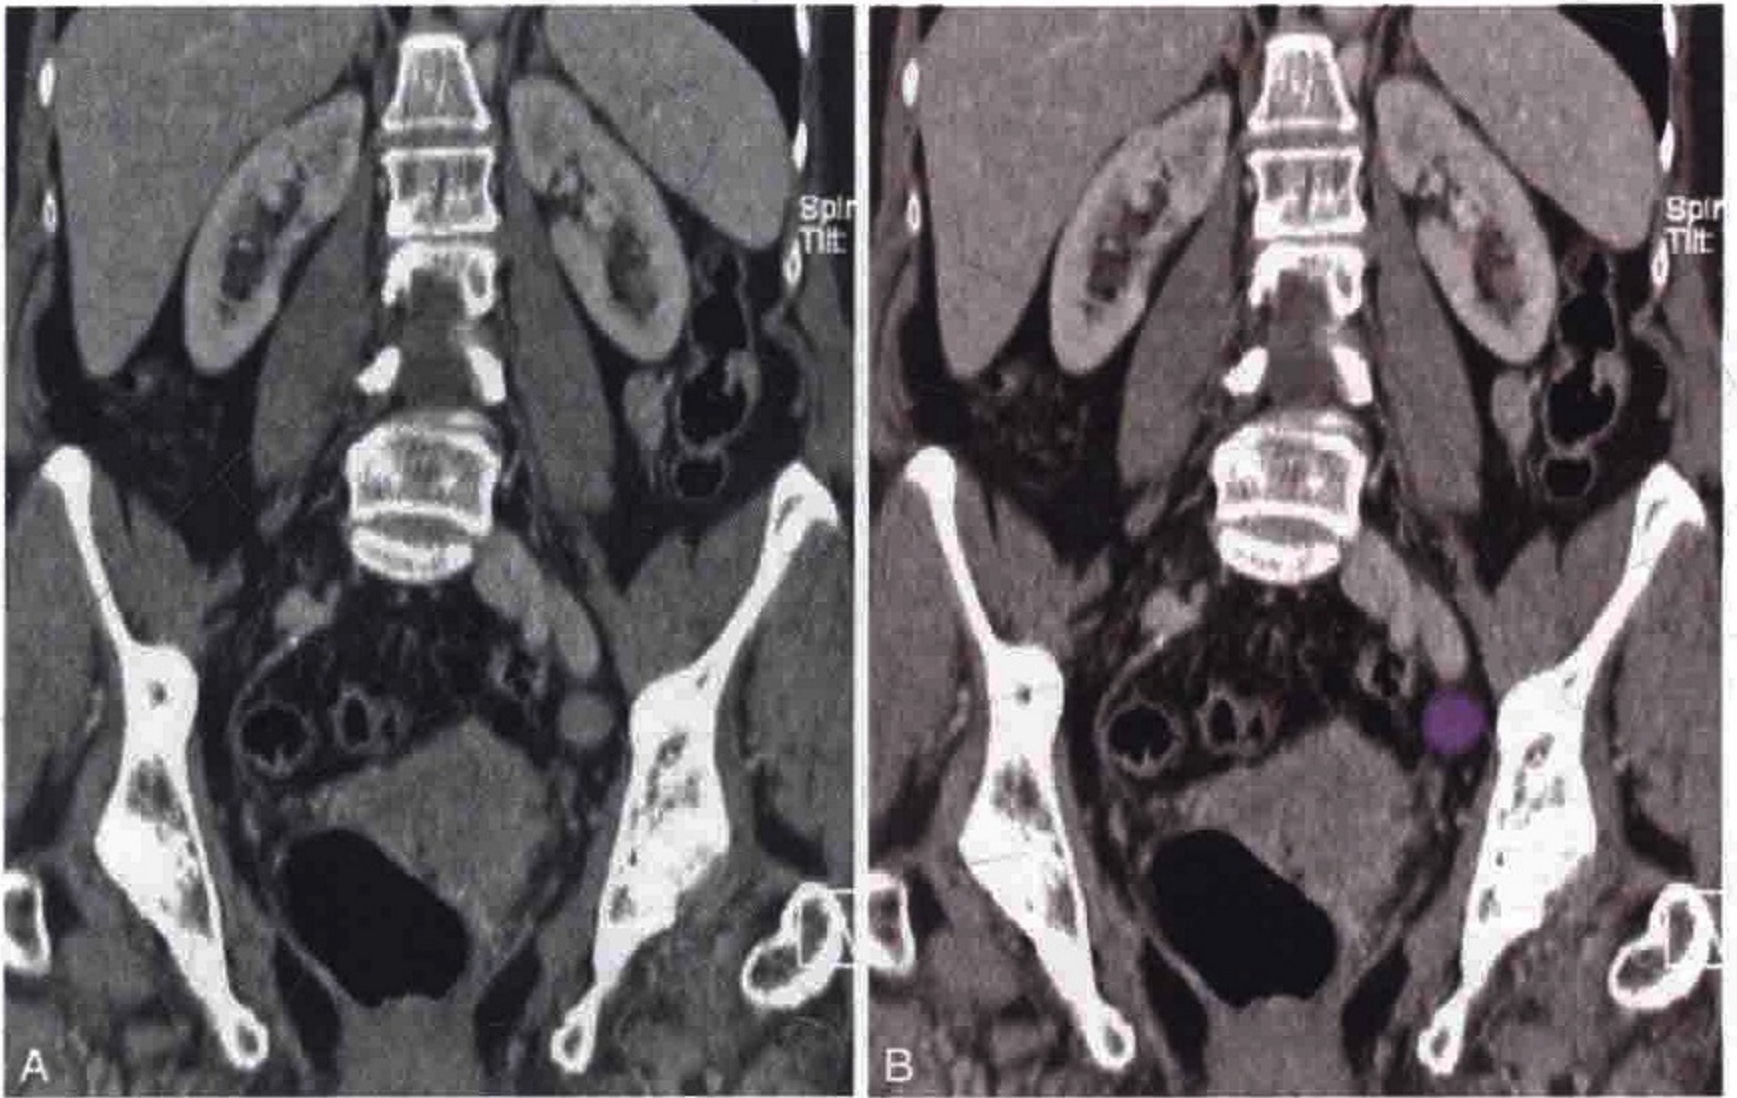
冠状位 CT 重组图像示宫颈癌患者的左髂外淋巴结转移（紫色）
